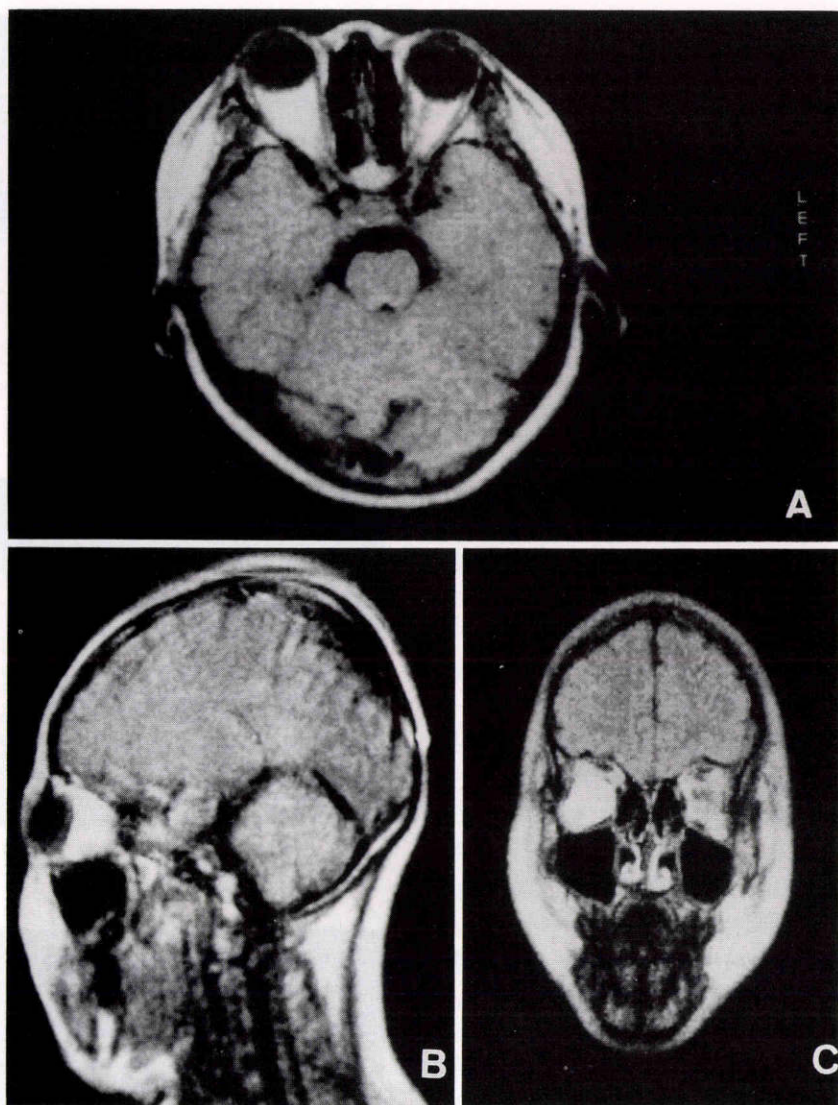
NMR-CT (spin echo 像, TR=1000, TE=80, A: 水平断, B: 射矢状断, C: 冠状断): 腫瘍内部の T1値は著明に短縮し, 高信号領域として描出された (A, B, C). 腫瘍は筋円錐内で外下方に存在し, 視神経を内上方に向かい圧排していた (C).
